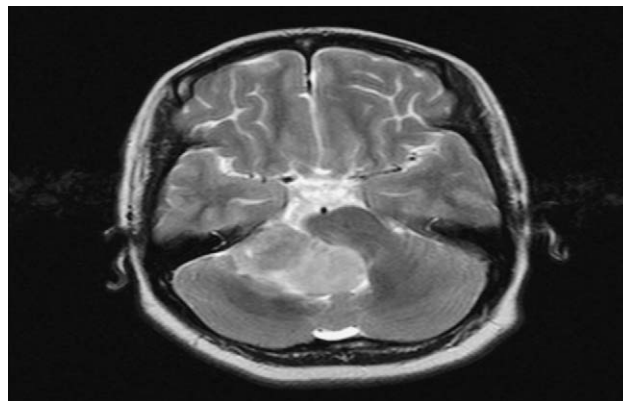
Resonancia magnética de encéfalo en secuencia T2 que muestra neoplasia de 6 × 3 cm, heterogénea, con bordes bien definidos y áreas hiperintensas.
